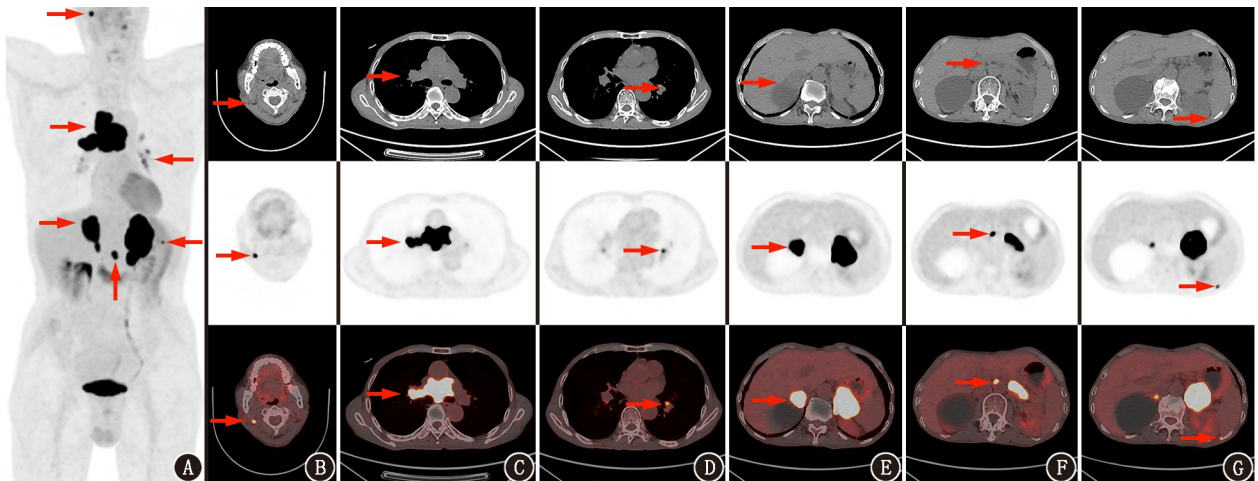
胸部 SMARCA4 缺失的未分化肿瘤 (SMARCA4-UT) 患者 (男, 75 岁) ^{18}F -FDG PET/CT 显像图 (箭头示病灶)。A. 全身最大密度投影图显示纵隔及两侧肾上腺肿块, 左侧胸膜结节, 右颈部、两肺门、腹膜后多发淋巴结, 均伴 ^{18}F -FDG 高摄取; B. 横断面 PET/CT 图像显示右颈部小淋巴结, 大小约 7 mm×5 mm, SUV_{max} 为 34.3; C. 纵隔软组织肿块, 大小约 73 mm×38 mm×65 mm, 沿纵隔脂肪间隙铸型生长, 侵犯周围上腔静脉、右肺动脉及右肺门, SUV_{max} 为 43.3; D. 肺门淋巴结, SUV_{max} 为 6.8; E. 两侧肾上腺肿块, 左侧大小约 56 mm×45 mm×86 mm, 右侧大小约 30 mm×22 mm×41 mm, SUV_{max} 为 39.4; F. 腹膜后淋巴结, 较大者大小约 10 mm×6 mm, SUV_{max} 为 23.3; G. 左侧胸膜局部结节, 最大径约 5 mm, SUV_{max} 为 7.9
